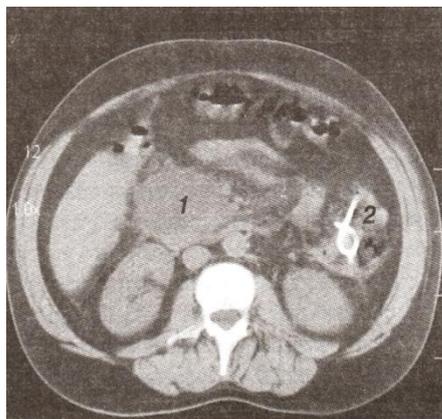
Б-ной С-ян, 65 лет. КТ- признаки распространенного панкреонекроза с формированием двух жидкостных образований во флангах околоободочной клетчатки: 1 - справа; 2 – слева.
